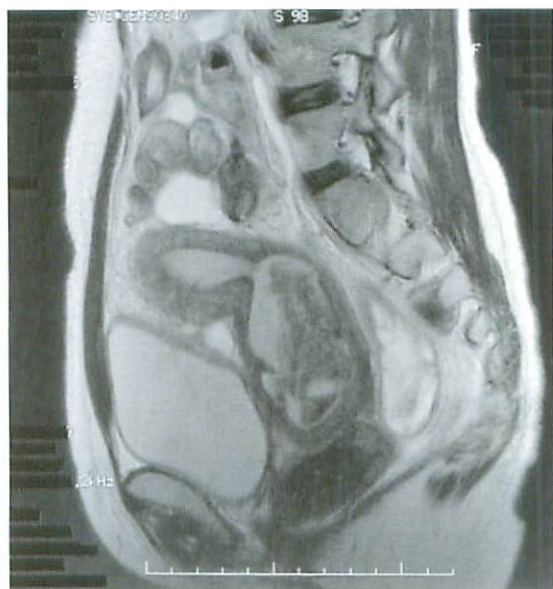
Abdominal MRI, sagittal scan, T2 weighted sequence : A fair amount of fluid is detected in her uterus and vagina. This is heterogeneous on both T1 and T2 weighted images, and shows that the fluid is composed of fresh and old blood. Above the uterus, there is a cystic mass ranged like a rosary ; it is heterogeneously hyperintense because it contains blood and pus. As a result of operation, the pyosalpinx is evident.
